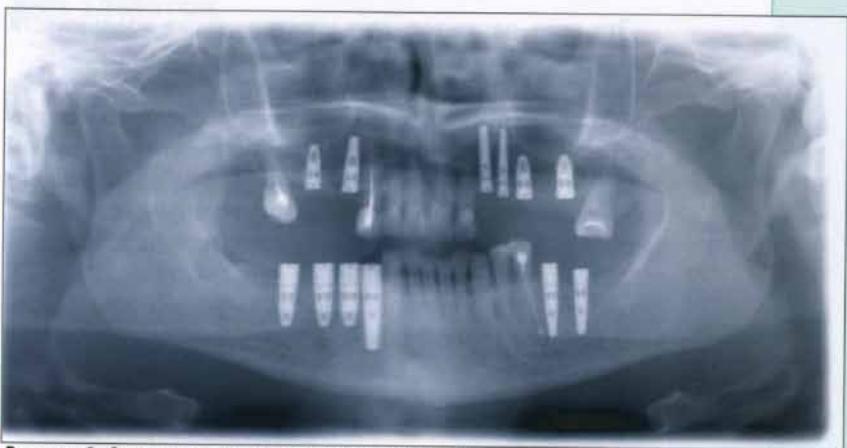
Ортопантомограмма после имплантации.
